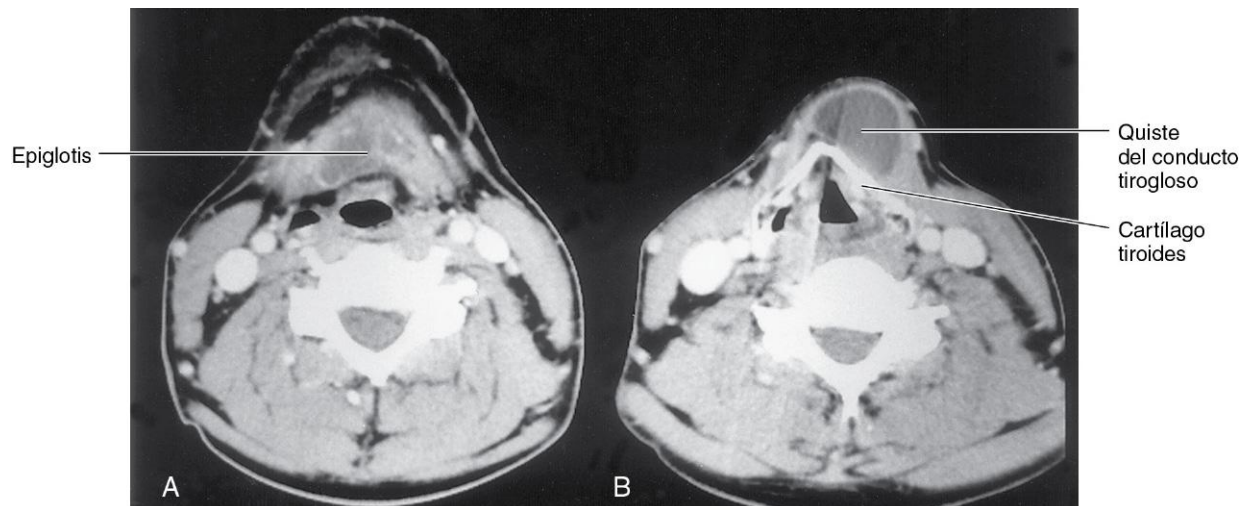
Imágenes de tomografía computarizada. A, Nivel de la membrana tirohioidea y de la base de la epiglotis. B, Nivel del cartílago tiroides, que está calcificado. El quiste del conducto tirogloso se extiende en dirección craneal hasta el borde del hueso hioides. (Por cortesía del doctor Gerald S. Smyser, Altru Health System, Grand Forks, ND.)
